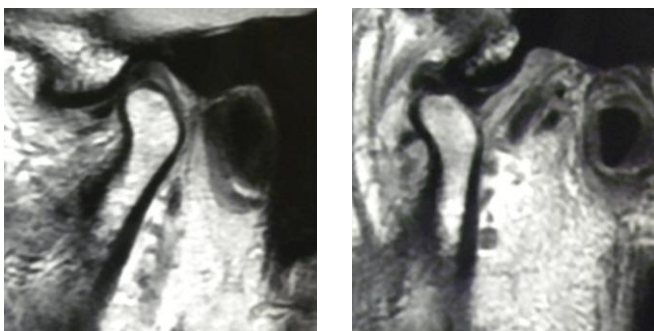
Ressonância magnética , em corte sagital oblíquo, demonstrando o disco em posição normal. A, em boca fechada; B, em boca aberta.
